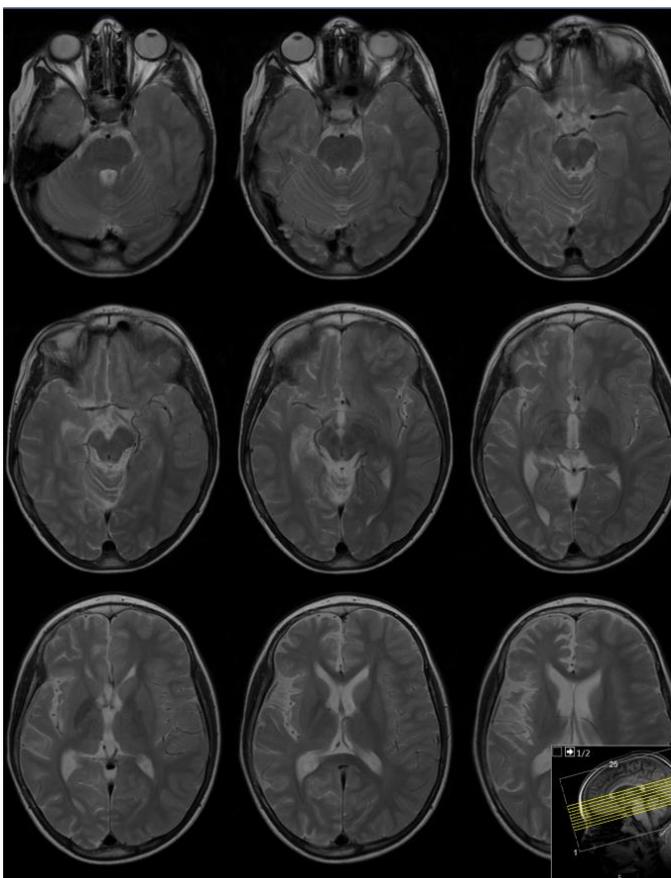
15/05/2013 | RM-CE, ponderação T2, sequência TSE, cortes transversais. Salienta-se a redução dimensional do pedúnculo cerebral direito.
